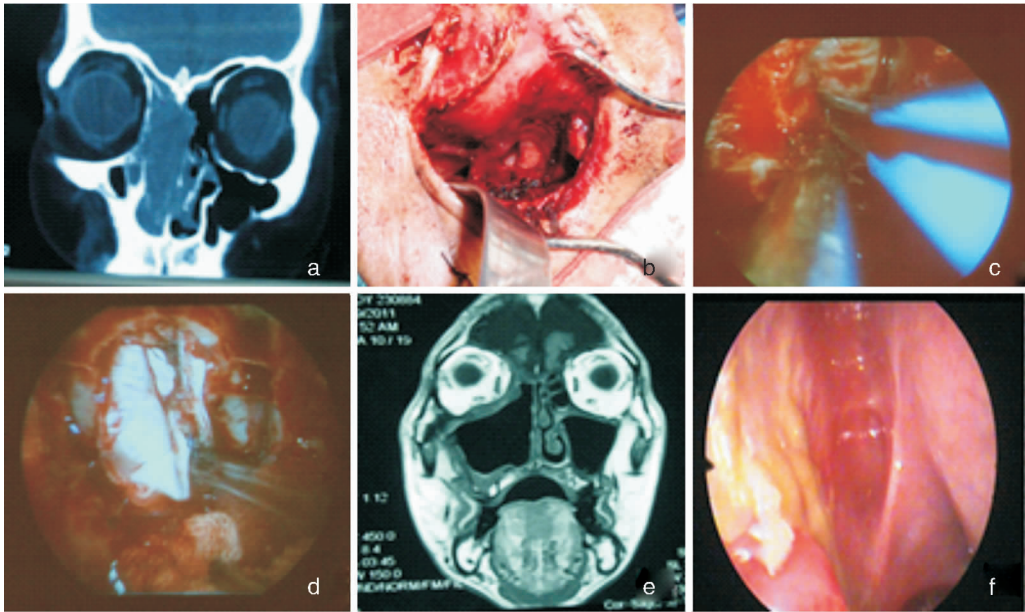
典型病例 1 患者影像学资料 a:术前 CT;b:鼻侧切开术中; c:鼻内镜下示筛顶颅底缺损;d:鼻内镜下颅底缺损修复; e:术后 3 个月 MRI;f:术后颅底鼻内镜复查
